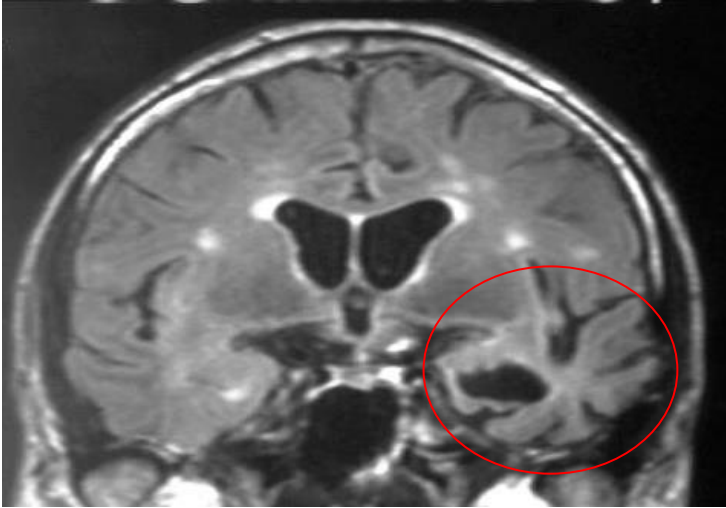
IRM d'un patient APP-vs
